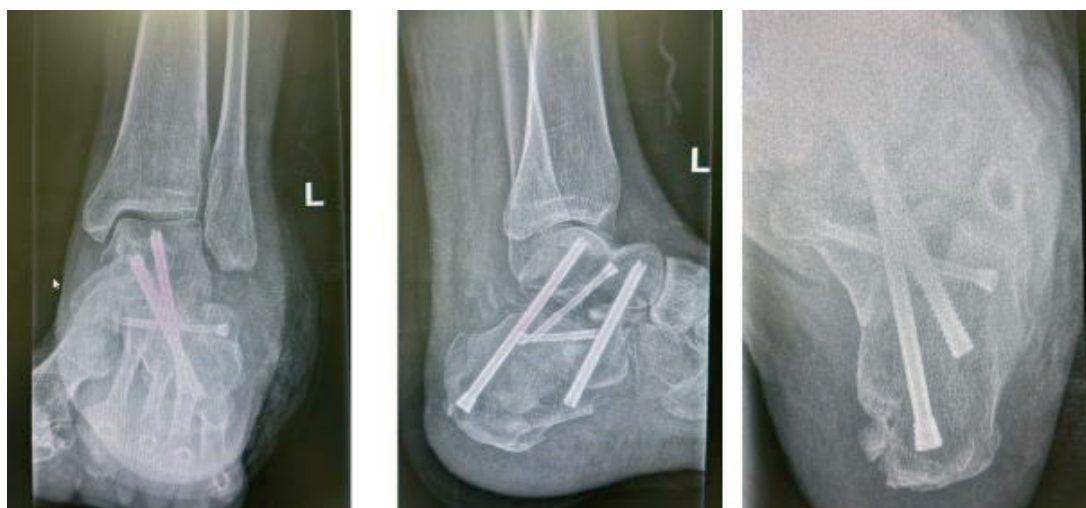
Финальная стадия – фиксация всего пяточно-таранного комплекса и общая рентген-картина результатов коррекции канюлированными винтами 5.5 мм с частичной и полной нарезкой
